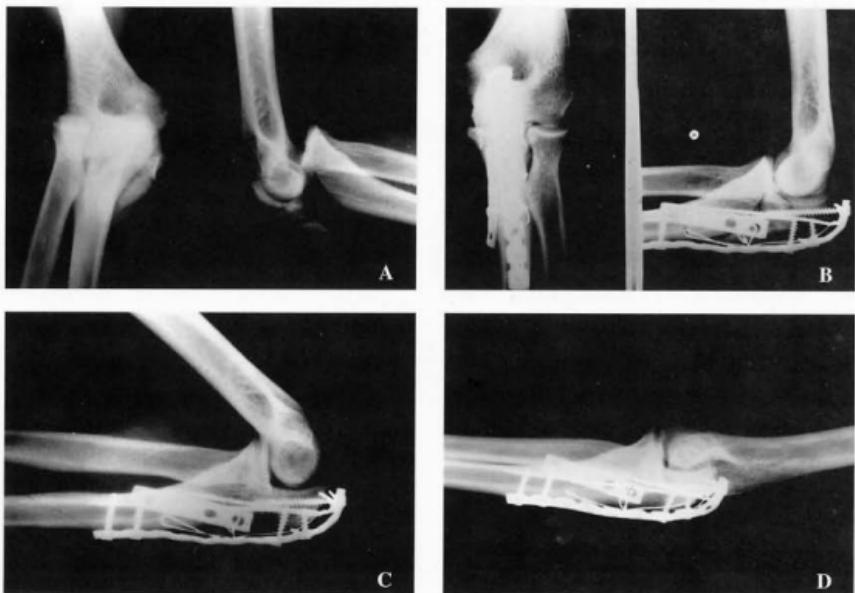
A thirty-seven-year-old male patient sustained transolecranon fracture-dislocation in elbow due to traffic accident. A: Preoperative A-P and lateral radiographs. The initial lateral radiograph reveals a complex fracture pattern with the proximal portion of the olecranon in three fragments. The coronoid is separated as a large fragment and the forearm is dislocated anteriorly. B: Postoperative A-P and lateral radiographs. It demonstrate restoration of the normal ulnotrochlear relationship. C,D: Postoperative 17 months full flexion and extension lateral radiographs.
